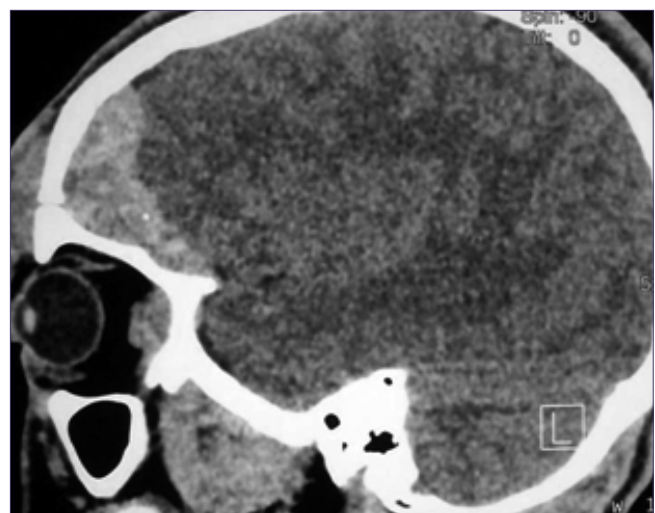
Non-contrast sagittal CT scan of the skull showing a frontal epidural hematoma associated with an intraorbital hematoma.
